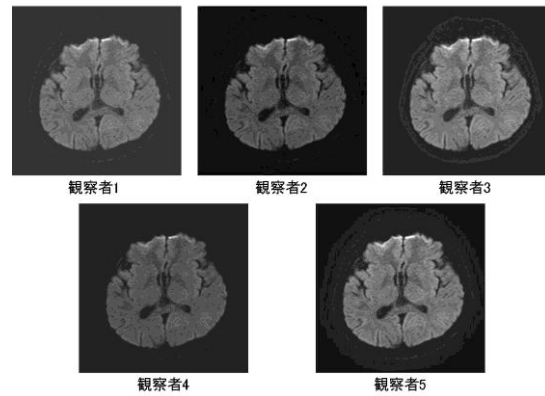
5名の診療放射線技師によって調節された MRI-DWI
